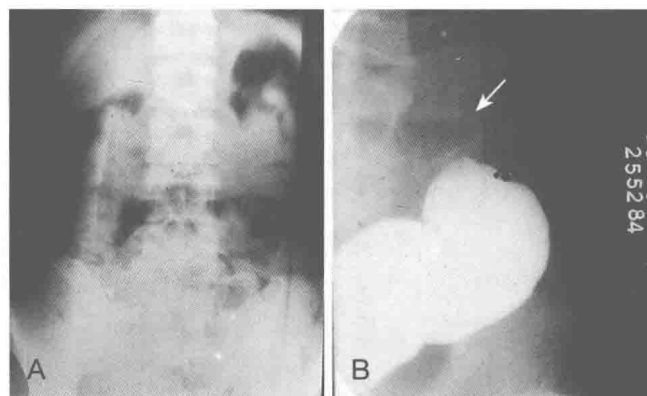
乙状结肠癌 A. X 线平片：全结肠充满干结的粪便影尤其是左半结肠（↑），故怀疑结肠梗阻；B. 结肠钡剂灌肠：示乙状结肠癌。
